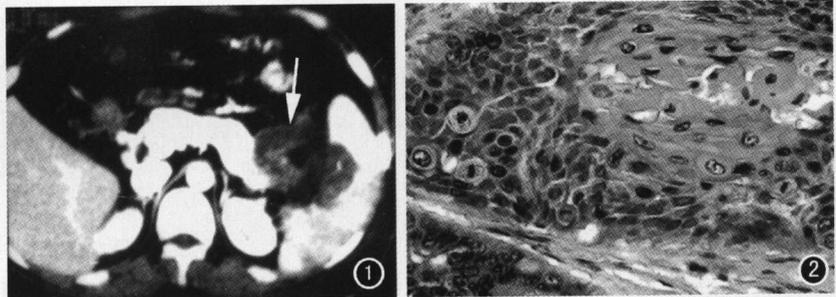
CT 增强:胰尾见 8.0cm×7.0cm 分叶状肿块(⇨),其内见不规则液化坏死,肿块与脾脏粘连致密,肿块未见明显强化,脾脏增大,脾内见三角形及片状未强化区。图 2 肿瘤细胞多边形,巢状排列,核异型性明显,可见核分裂像,部分区域见角化。
